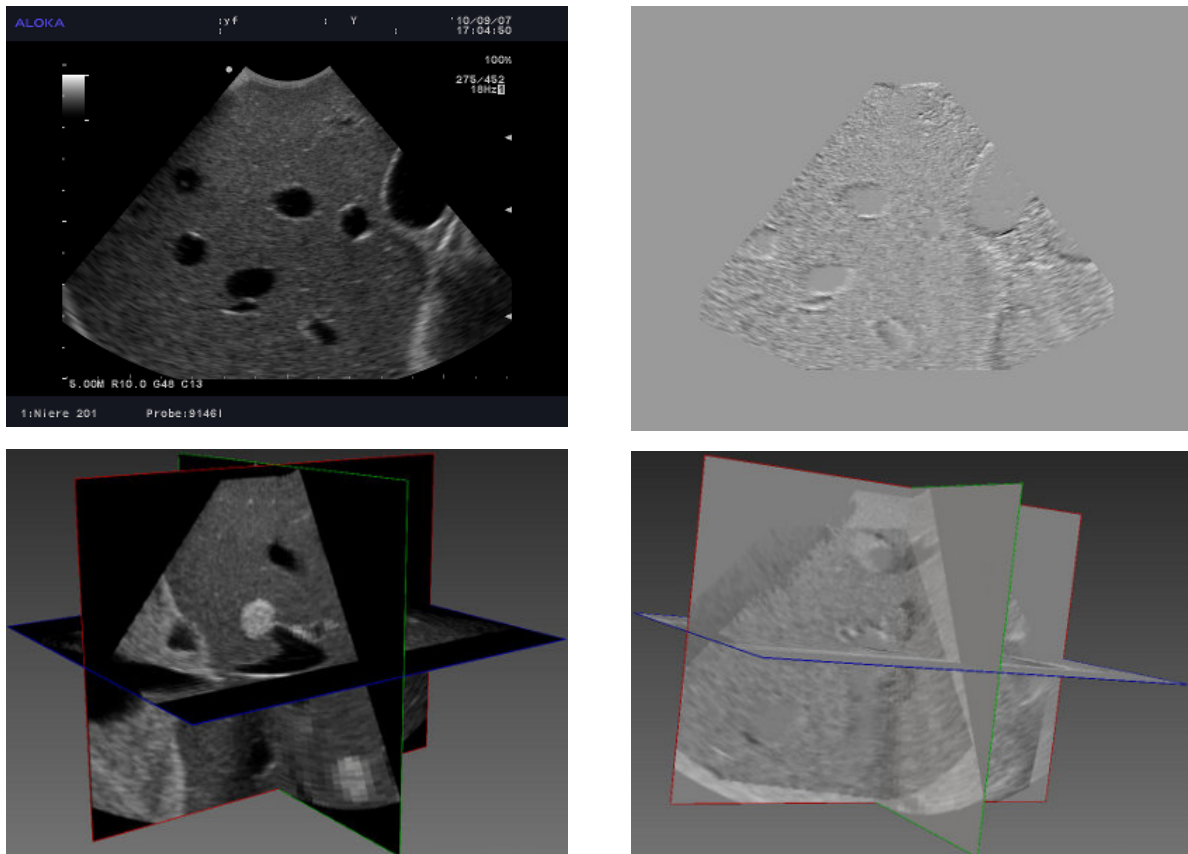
Examples of 2D and 3D ultrasound images and the respective difference images
